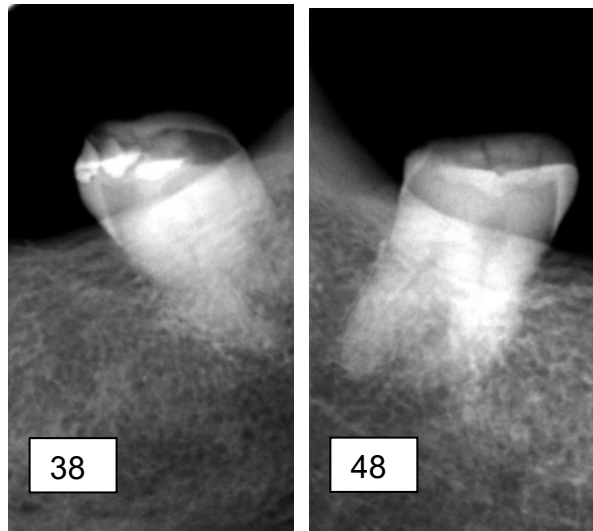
Radiografia dos dentes pilares 38 e 48
